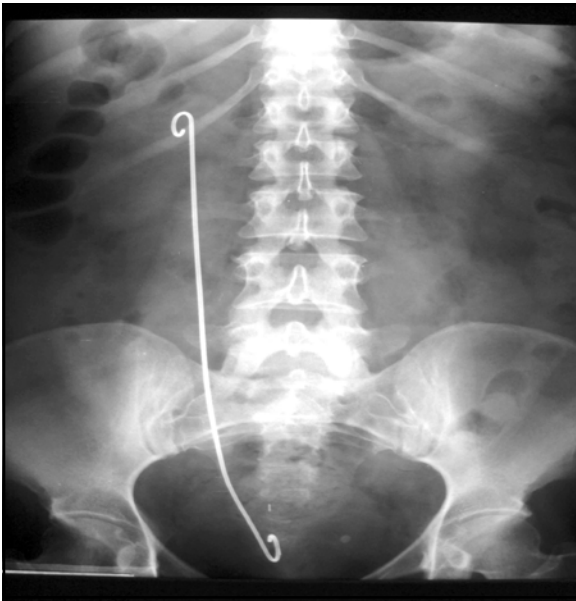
Posicionamiento definitivo del Resonance®.
